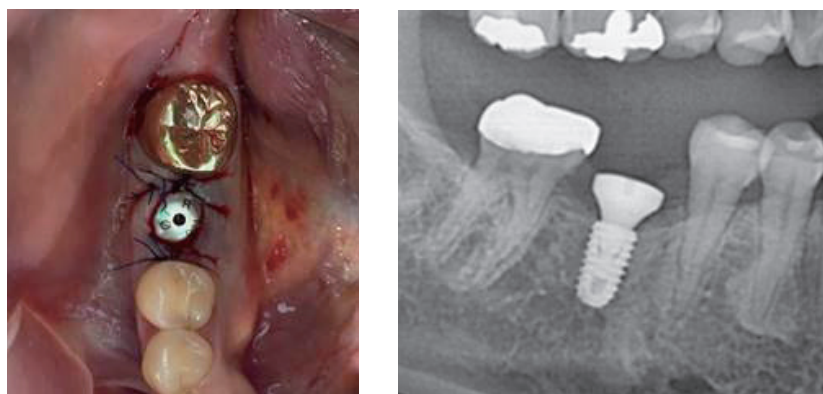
발치와에 임플란트를 식립하고 치유지대주를 임플란트에 연결한 구내 및 방사선 사진
